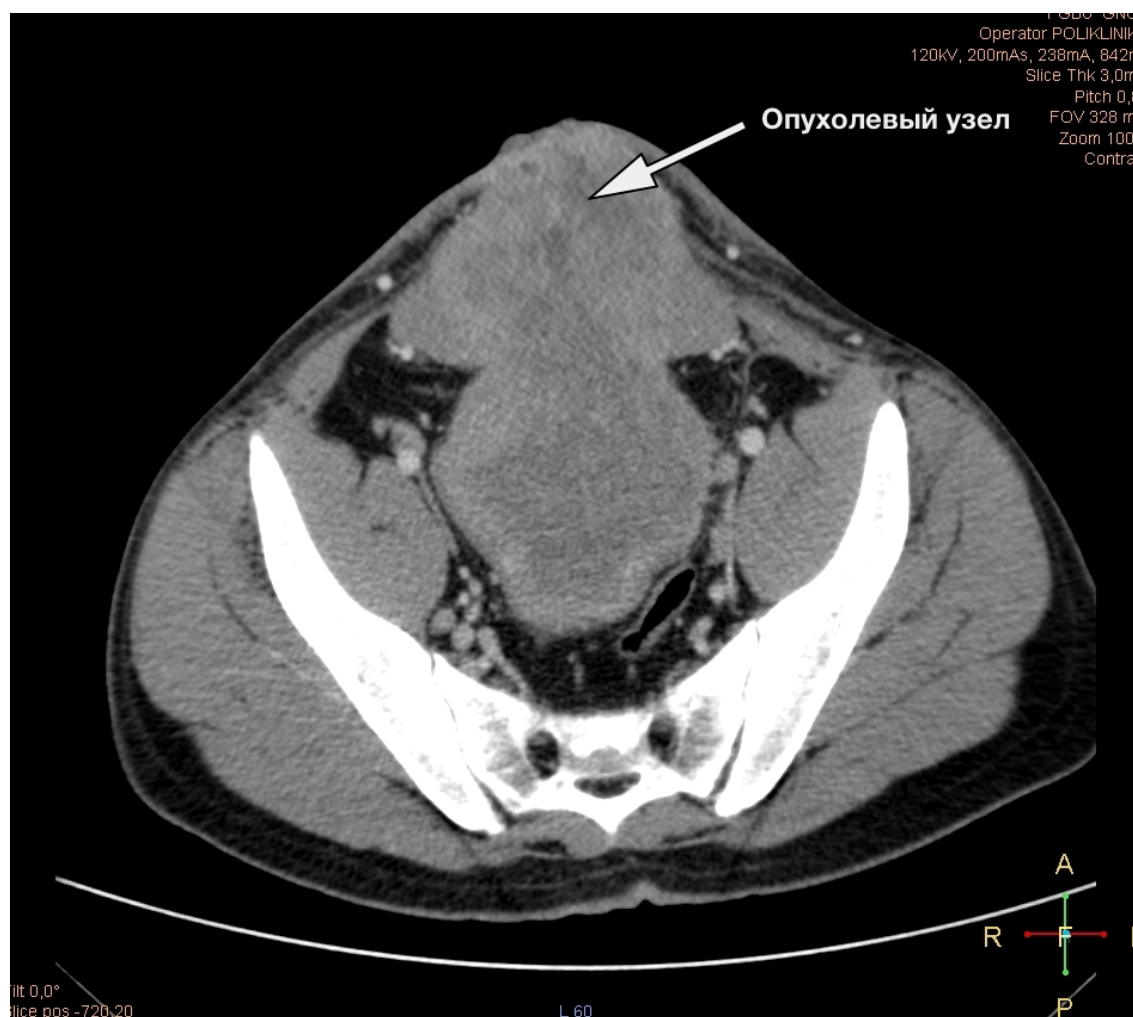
Компьютерная томограмма пациента Б.
